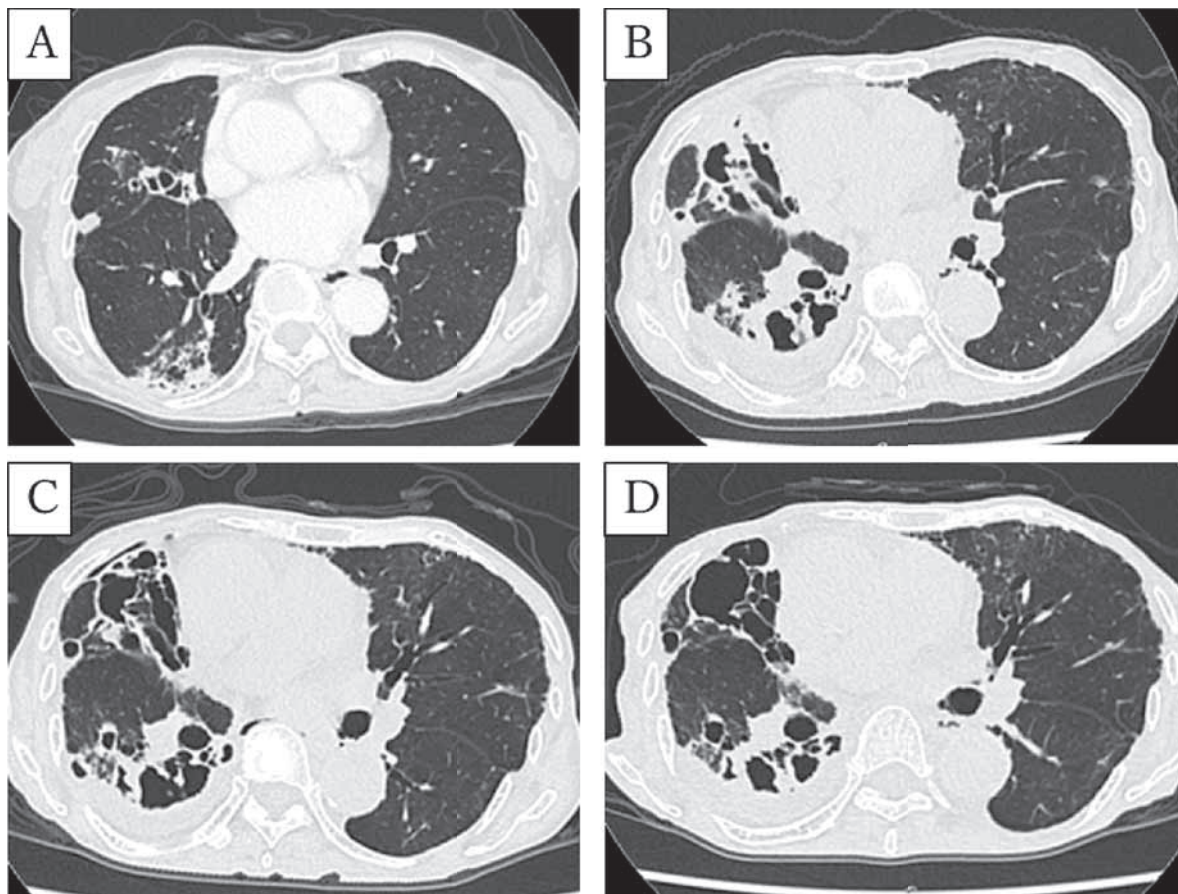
Chest computed tomography images in August 2014 (A), in March 2017 (B), in August 2017 (C), in November 2017 (D).
